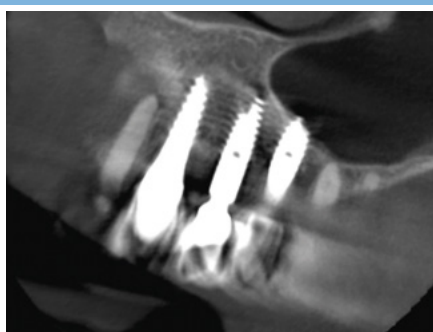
Imagen CBCT en el plano sagital a los 6 meses de la intervención, en la que, en comparación con la anterior, se aprecia una nueva formación ósea en los espacios interimplantes.
